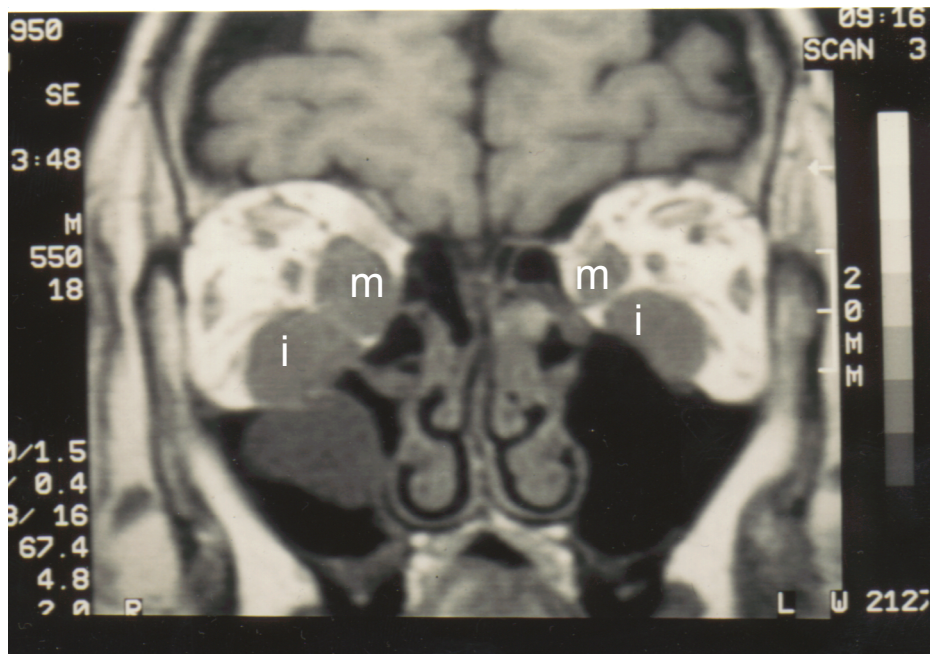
Coronare MRI Aufnahme eines 46 jährigen Patienten mit deutlicher Verdickung der Mm. recti mediales (m) und inferiores (i).
